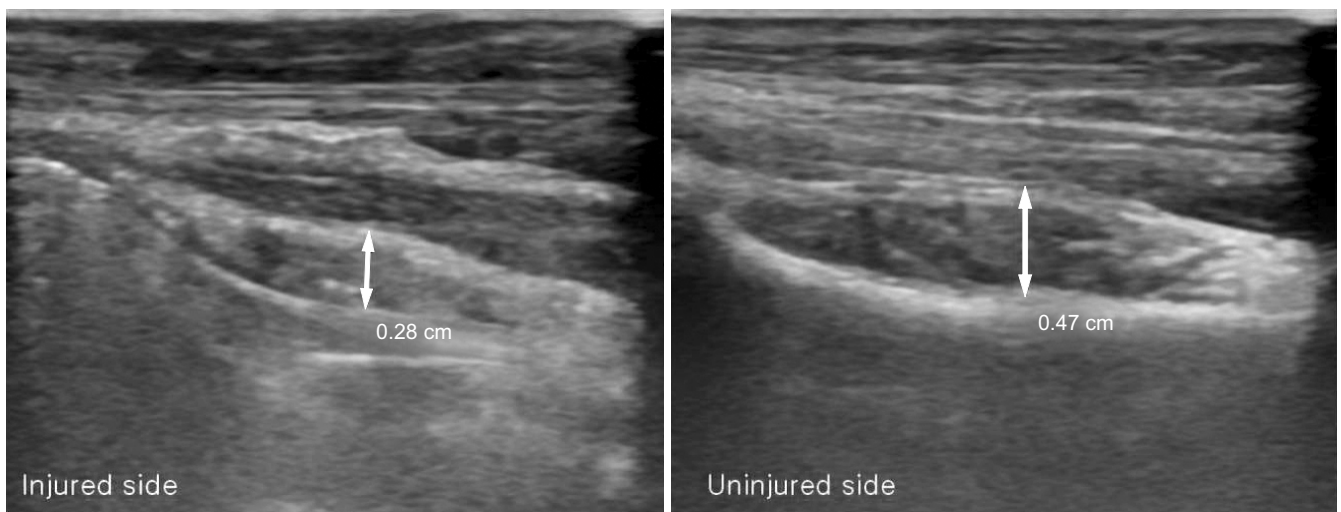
Ultrasound examination in longitudinal view shows a significant decrease (40%) in the thickness of pronator quadratus muscle (arrows) at postoperative 21 months of volar locking plate.
